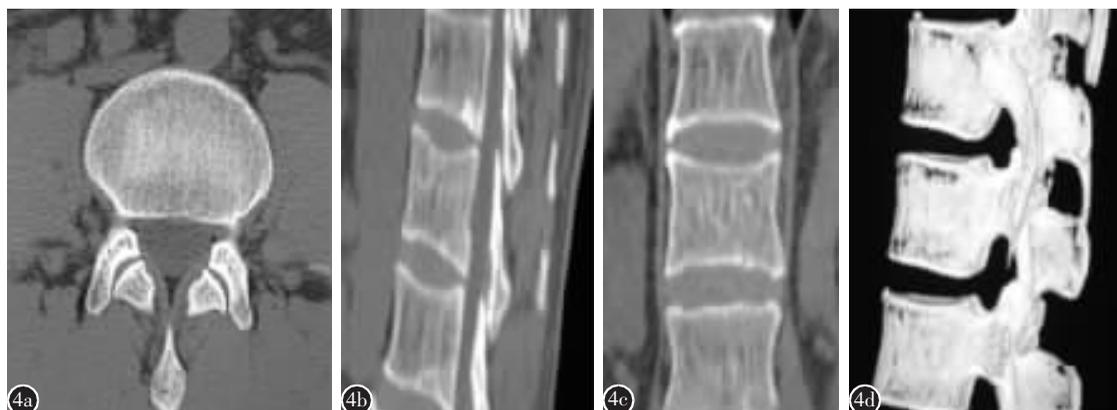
术后 3 个月 CT 平扫(a、b、c)及三维重建(d)示骨折椎体复位满意,高度无丢失,MIIGX3 已基本吸收,为自体松质骨爬行替代
